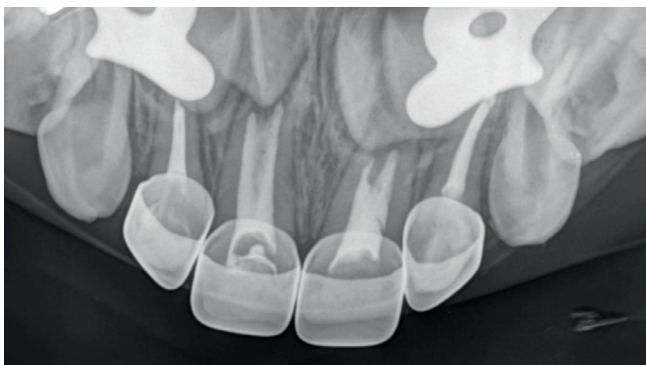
X-ray performed to check whether the chrome steel crown became fully adjusted.
